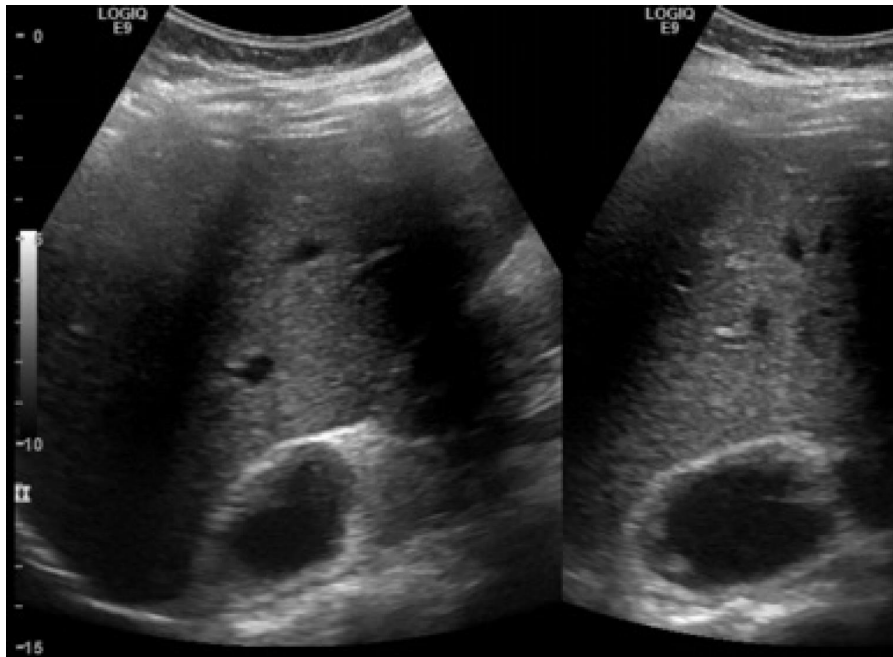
US de abdome, controle após 48h. Lesão heterogênea predominantemente anecóica, com paredes discretamente irregulares, sem fluxo detectável ao estudo Doppler colorido (não representado na figura).
